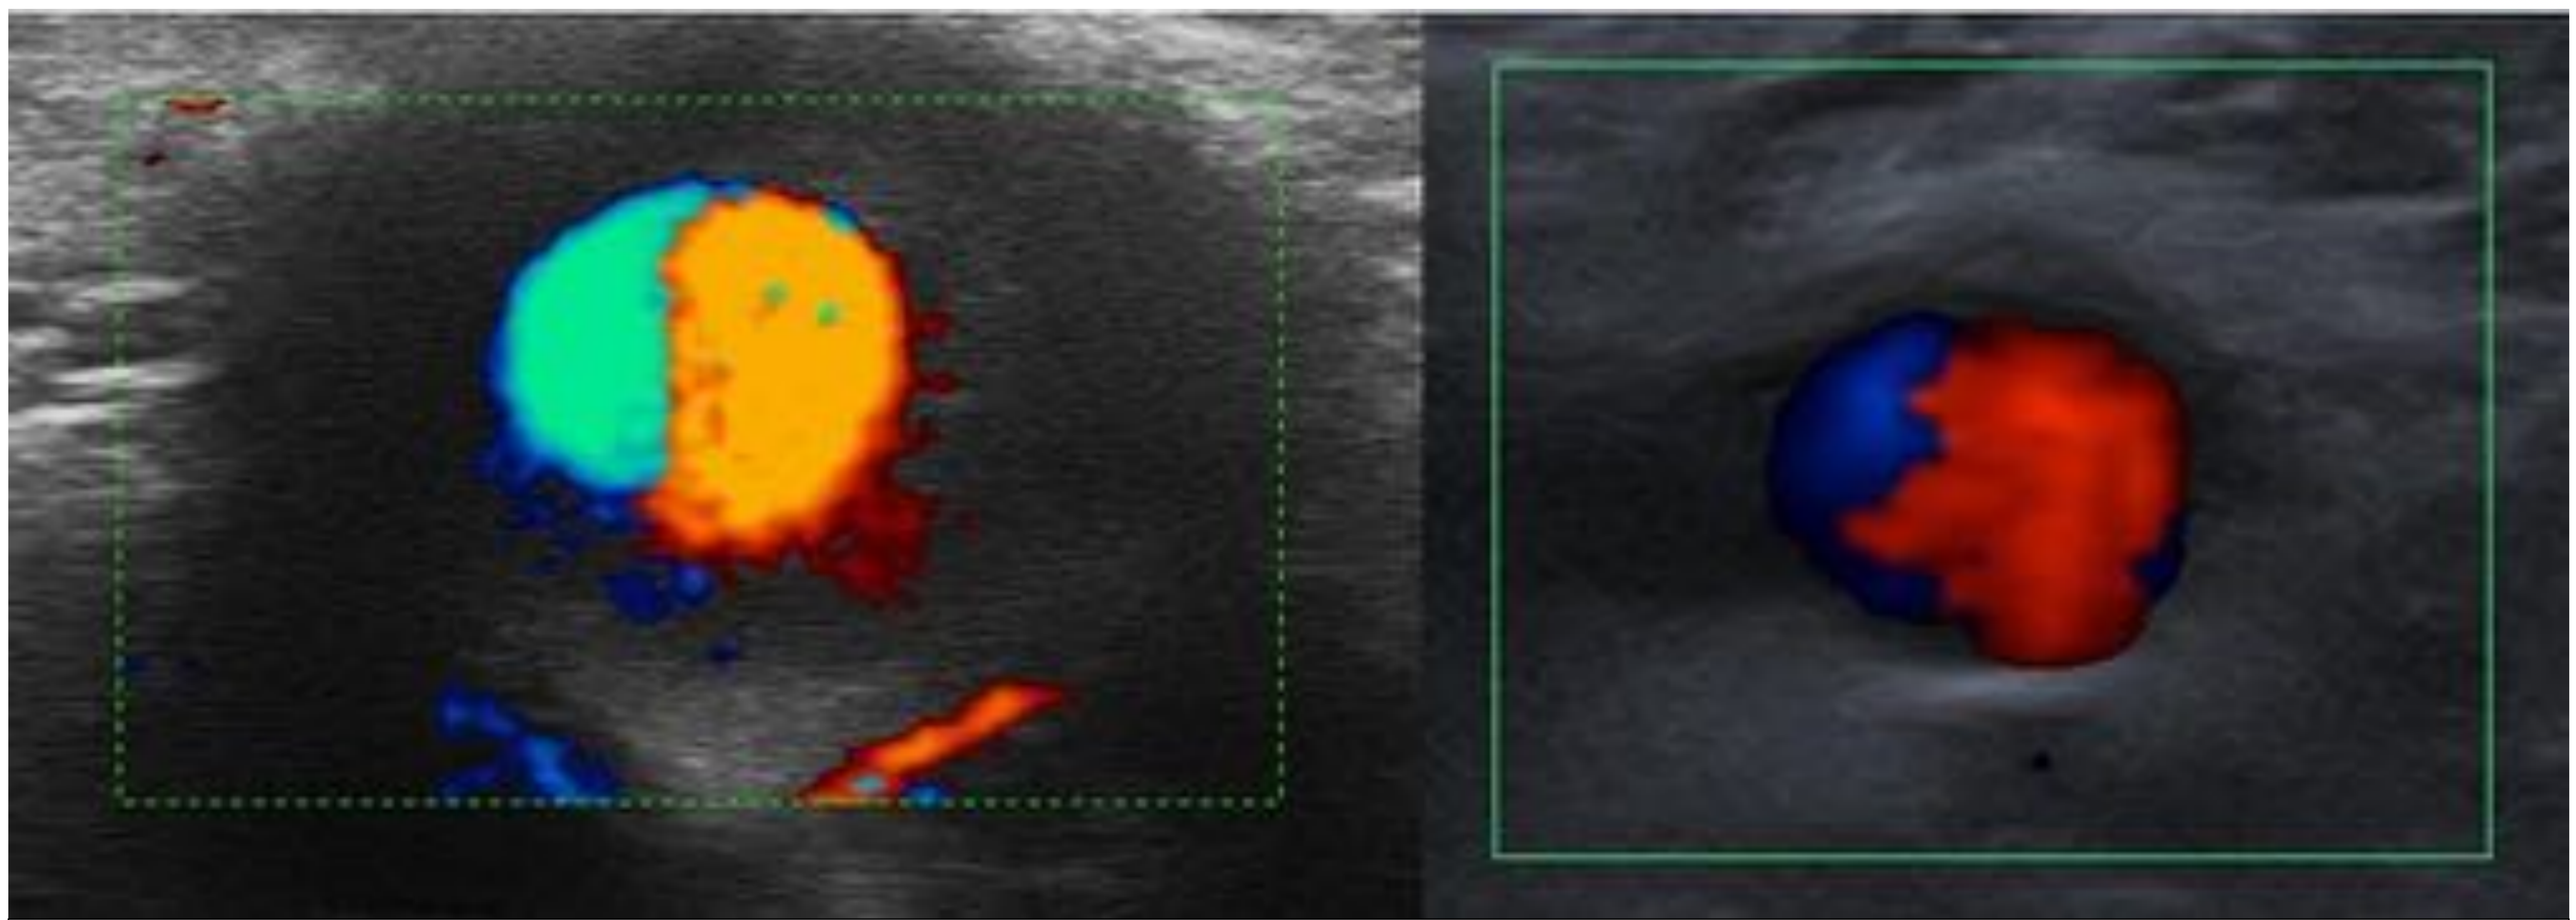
Signo del ying-yang en ecografía Doppler.
